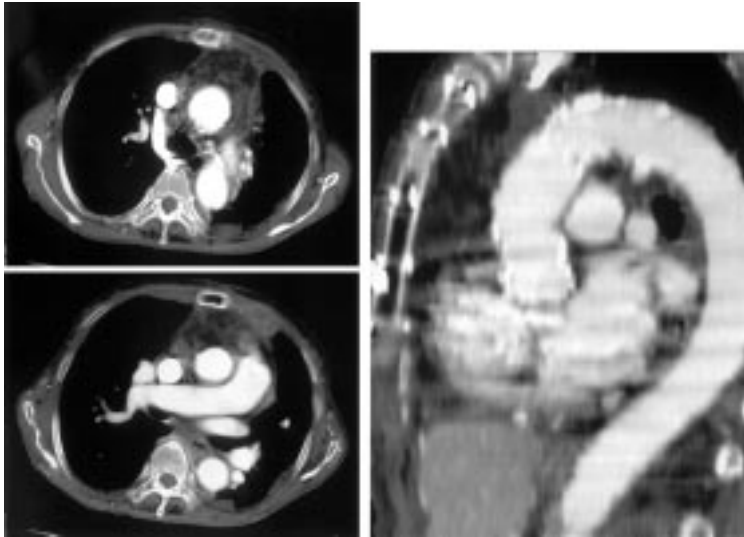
Postoperative CT.
